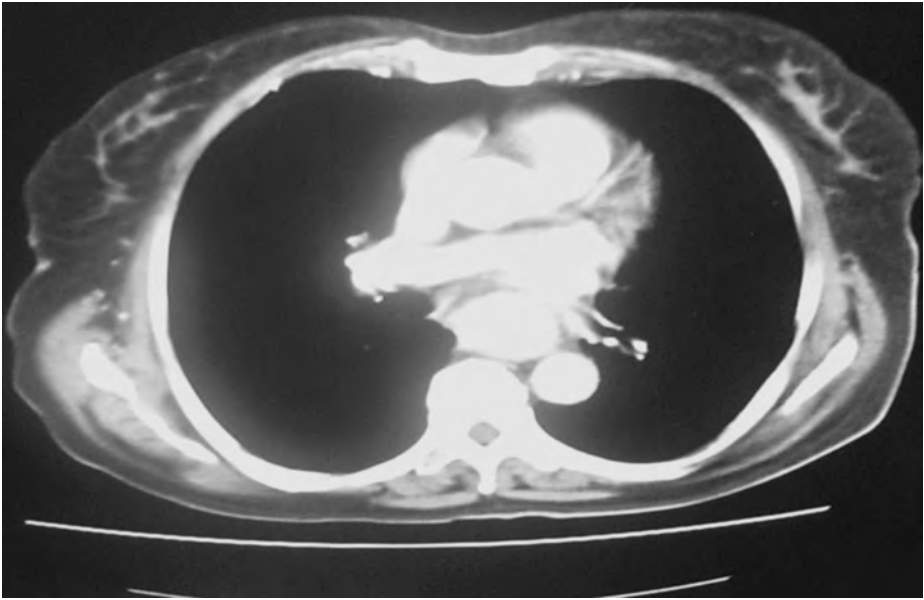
Tomografía computarizada que muestra una lesión del esófago torácico que ocupa la luz del órgano.
